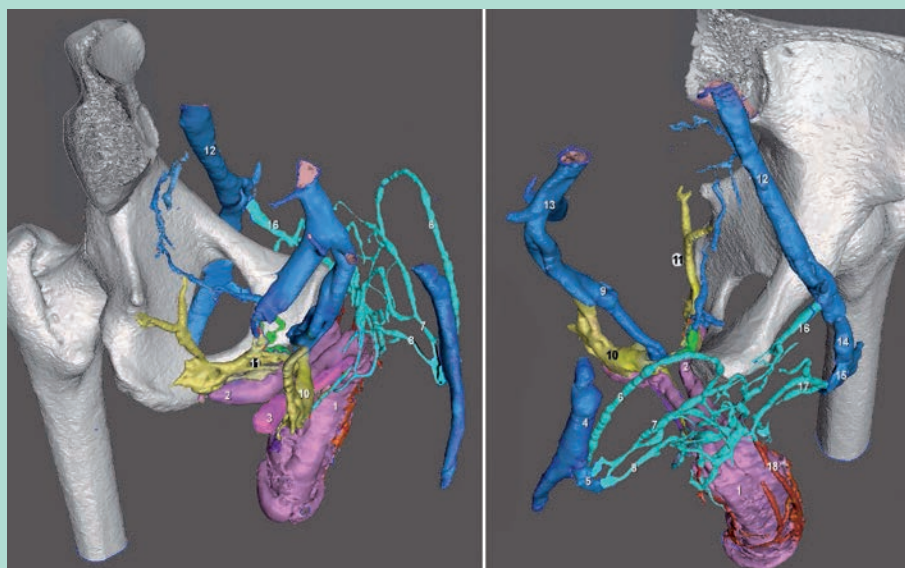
Modélisation 3D des fuites cavernuses mixtes. (Veines pudendales externes bilatérales, veines vésicales et pudendales internes). (Caverno-CT, modélisation 3D vectorielle segmentée et colorée). 1 = Corps caverneux droit. 2 = Pointe du CC gauche. 3 = Corps spongieux. 4 = Veine fémorale commune droite. 5 = Crosse de la grande saphène droite. 6 = Veine pudendale supérieure droite. 7 = Veine pudendale moyenne droite. 8 = Veine pudendale inférieure droite. 9 = Veine vésicale droite. 10 = Veine pudendale interne droite. 11 = Veine pudendale interne gauche. 12 = Veine iliaque externe gauche. 13 = Veine iliaque externe droite. 14 = Veine fémorale commune gauche. 15 = Crosse de la grande saphène gauche. 16 = Veine pudendale supérieure gauche. 17 = Veine pudendale inférieure gauche (dédoublée). 18 = VDS.
